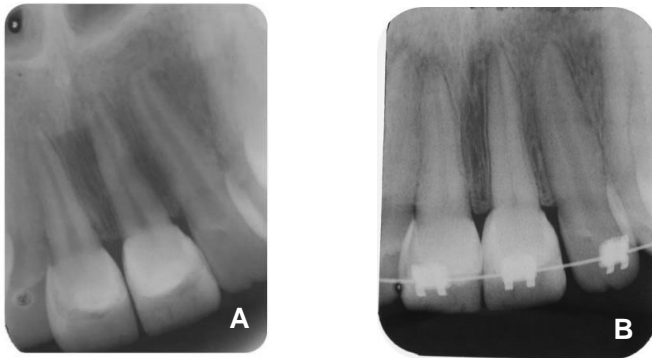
A- Radiografia periapical de acompanhamento após reanatomização B- Radiografia periapical de acompanhamento durante o tratamento ortodôntico
